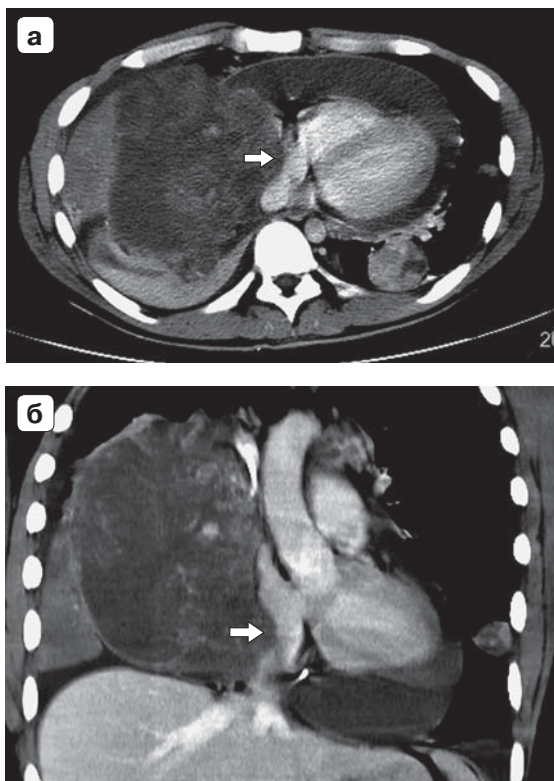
КТ с внутривенным контрастированием не позволяет исключить инвазию опухоли в миокард правого предсердия (стрелки). а – аксиальная проекция; б – корональная проекция.
